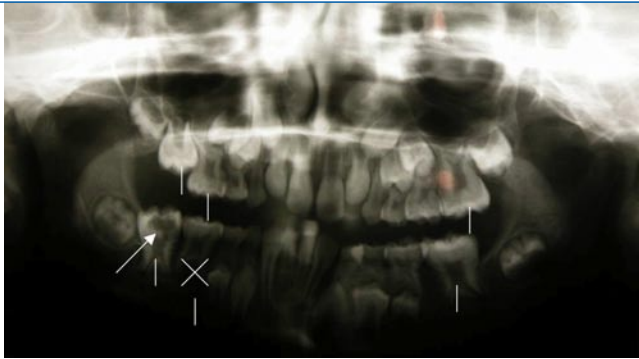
▶ Orthopantomogramm im Alter von 8 Jahren und 11 Monaten
